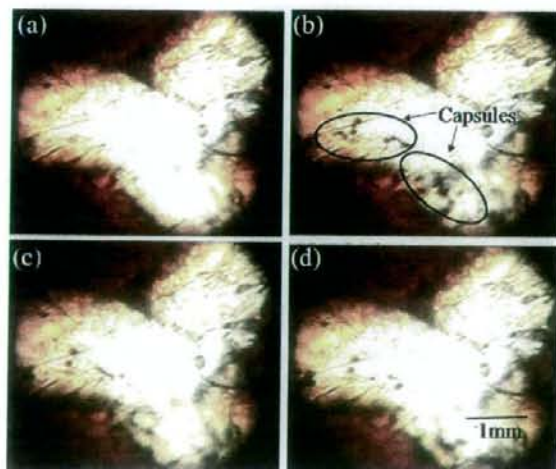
Time series images of the observed area captured every 200ms when capsule solution is injected after the ultrasound radiated at the point Q.
